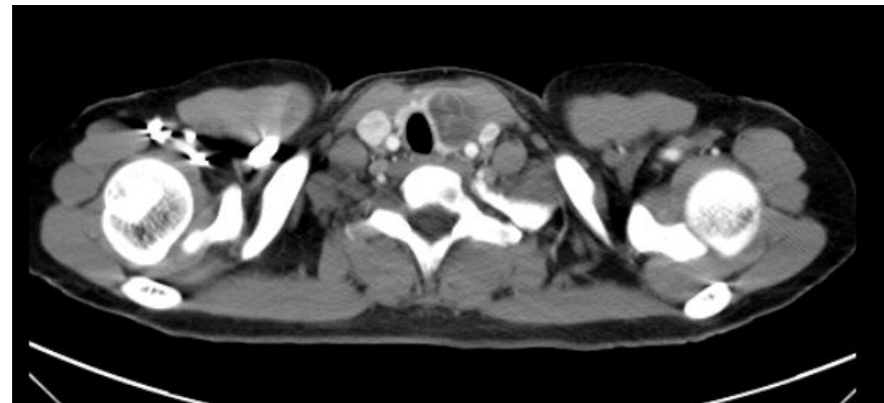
Chest CT axial (portal phase, Pre operation)
